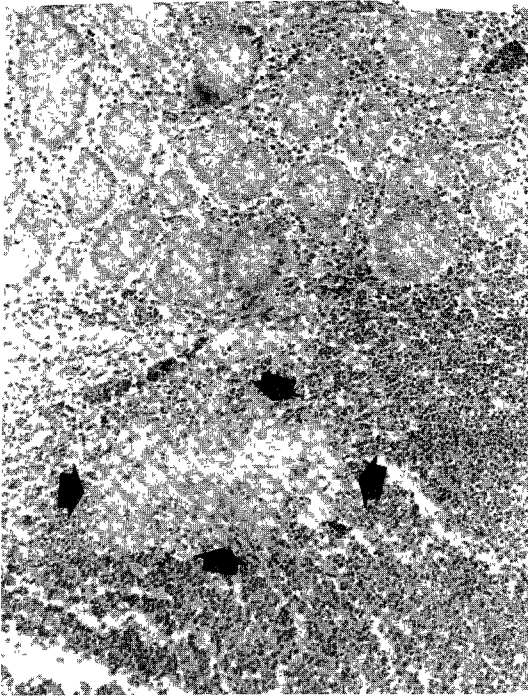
X-ray 6 Gy : Dilated glands with mucin and inflammatory cells in the lumen(arrows).
